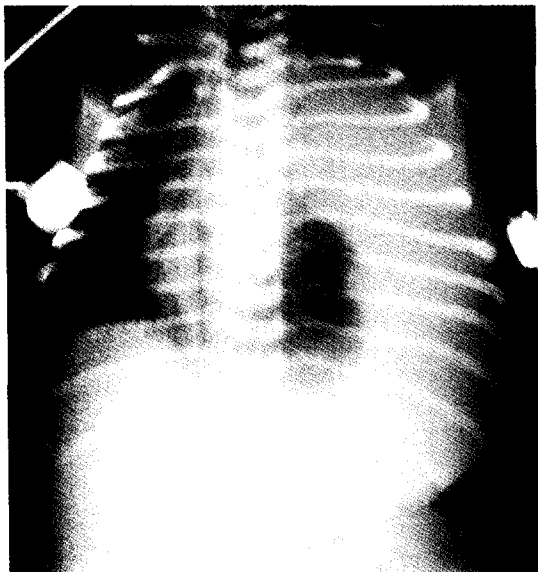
At 14th hospital day, chest X-ray showed left hemothorax due to ruptured aneurysm
